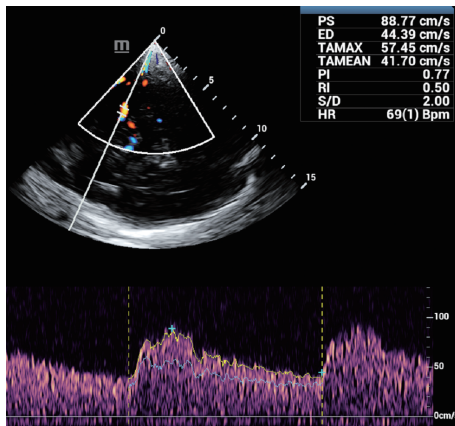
非脓毒症脑病组患者(女,62岁)经颅多普勒超声图
